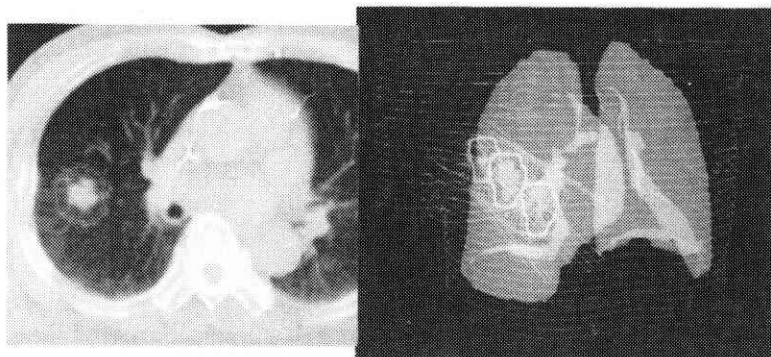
CT上で腫瘍を囲み、治療計画用ソフト(FOCUS)で3次的に最適な照射方法を設定する
